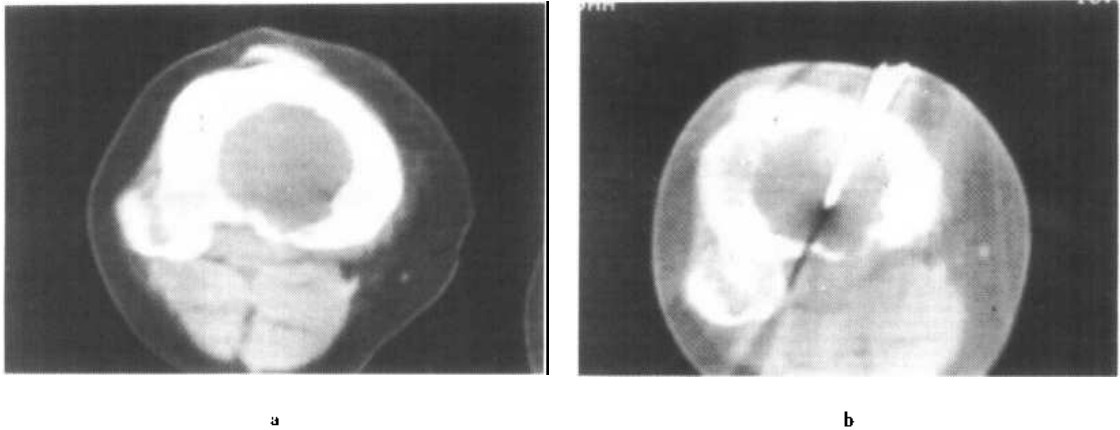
右肱骨动脉瘤样骨囊肿 CT 引导下活检
